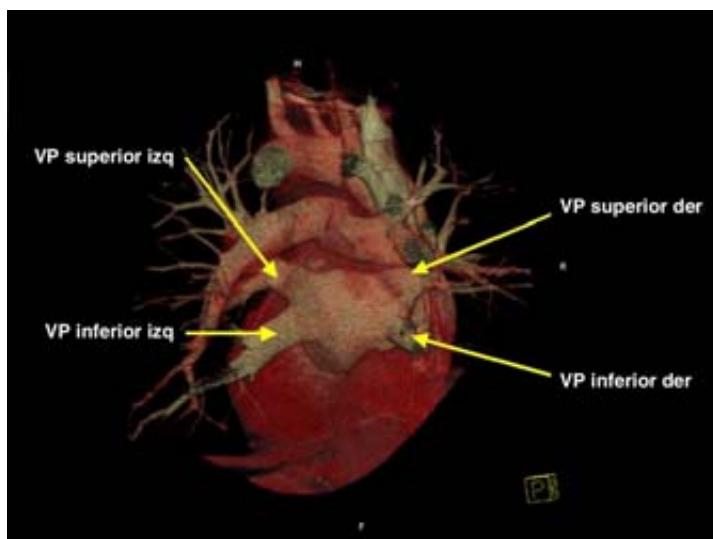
Imagen por tomografía computada de la aurícula izquierda desde una vista posterior donde se pueden observar las cuatro venas pulmonares.
